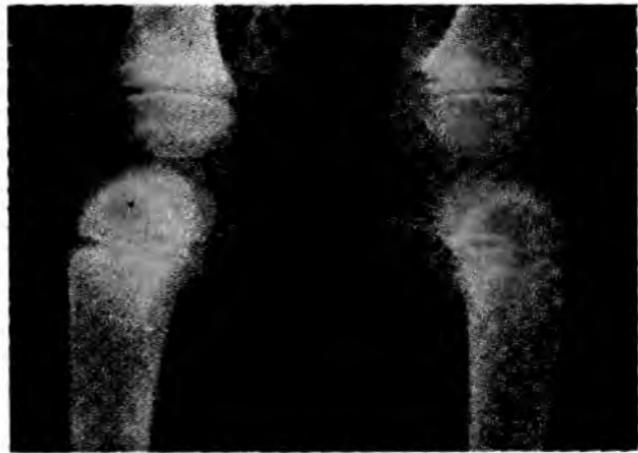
Рентгенограмма коленного сустава 6-летнего ребенка.
